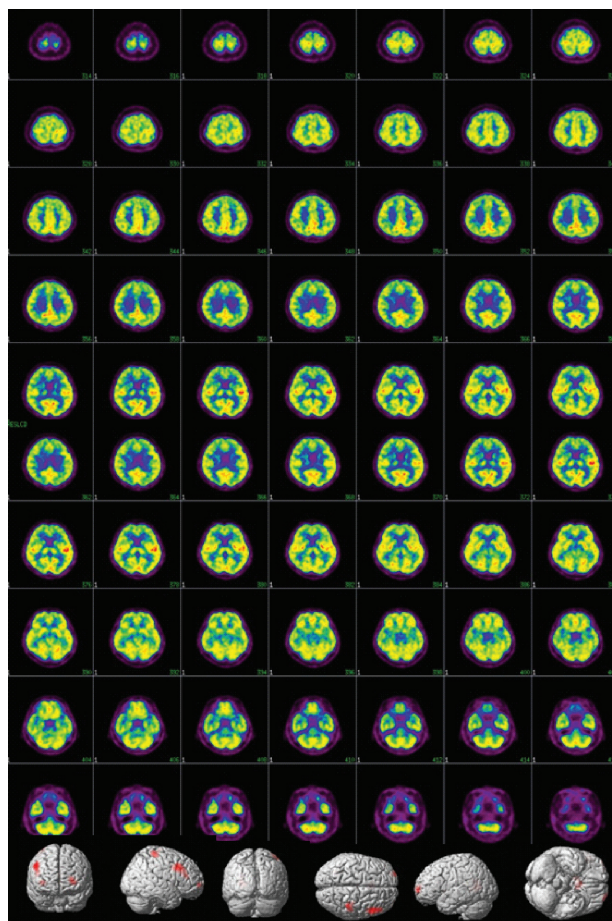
The [18F]fluoro-2-deoxy-D-glucose positron emission tomography and statistical parametric mapping analysis of the patient. It shows reduced cerebral metabolism in the bilateral basal ganglia, thalami, frontal and right parietal cortex.
